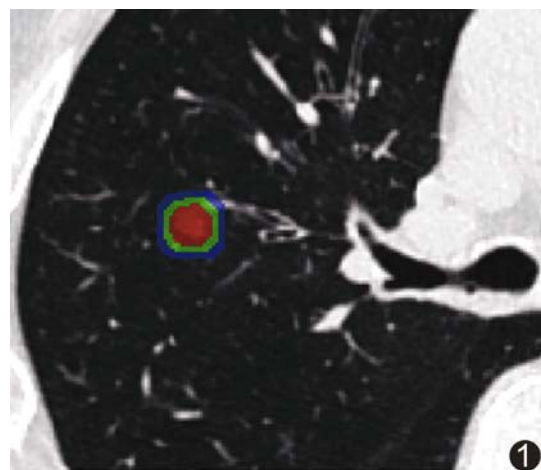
患者男,58 岁,右肺上叶 AIS,平扫 CT 图示右上肺磨玻璃结节,红色区域示 CTi ROI,红色+绿色区域示 CTi+p2mm ROI,红色+绿色+蓝色区域示 CTi+p4mm ROI
